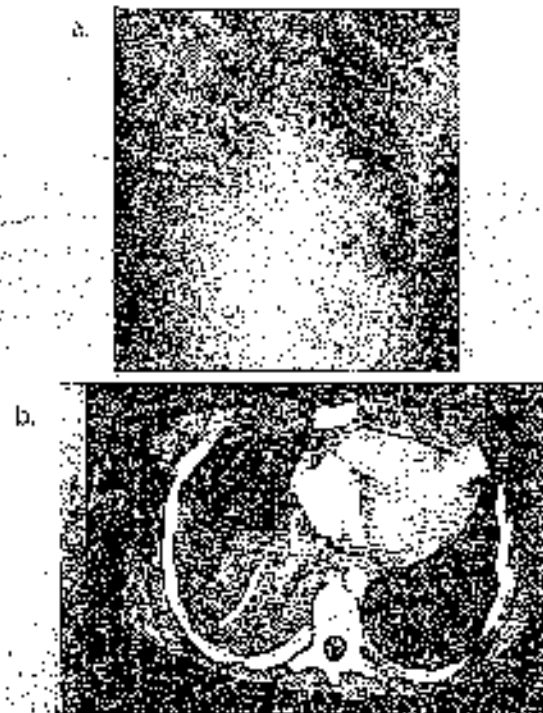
Catéter subclavio izquierdo en mala posición. a. Demuestra un asa anormal en el catéter a nivel del lóbulo superior izquierdo asociado a derrame pleural derecho. b. El TAC muestra catéter intrapulmonar secundario a ruptura de vena cava superior.
